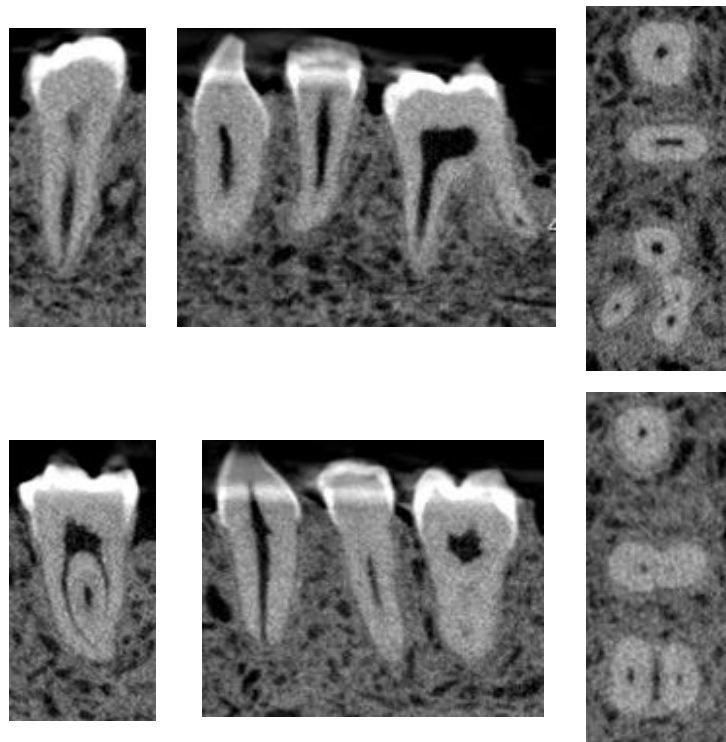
Images cbctMV. De gauche à droite coupe frontale, sagittale, axiale
